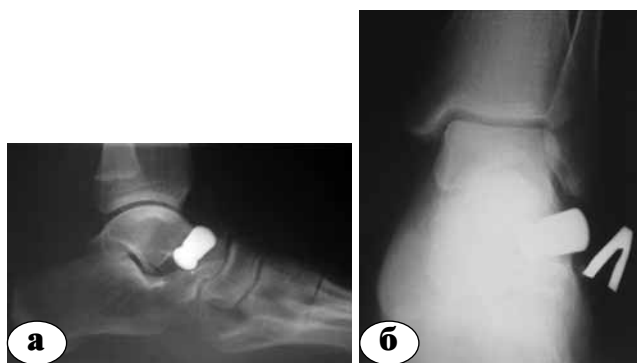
Рентгенограммы стопы при миграции имплантата: а – прямая проекция, б – боковая проекция
